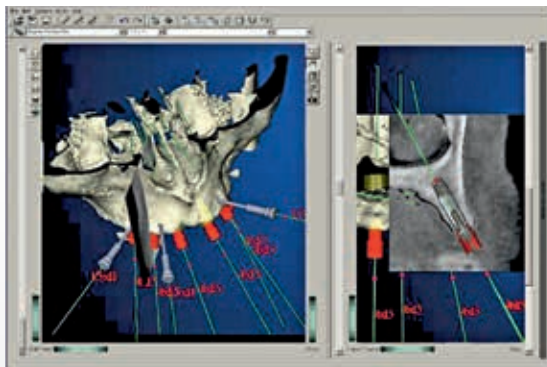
Planering av implantatens placering sker i en virtuell datamiljö där användaren kan växla mellan olika vyer. T.ex. 3D-rekonstruktionsläge och skiktröntgenläge av käken.
